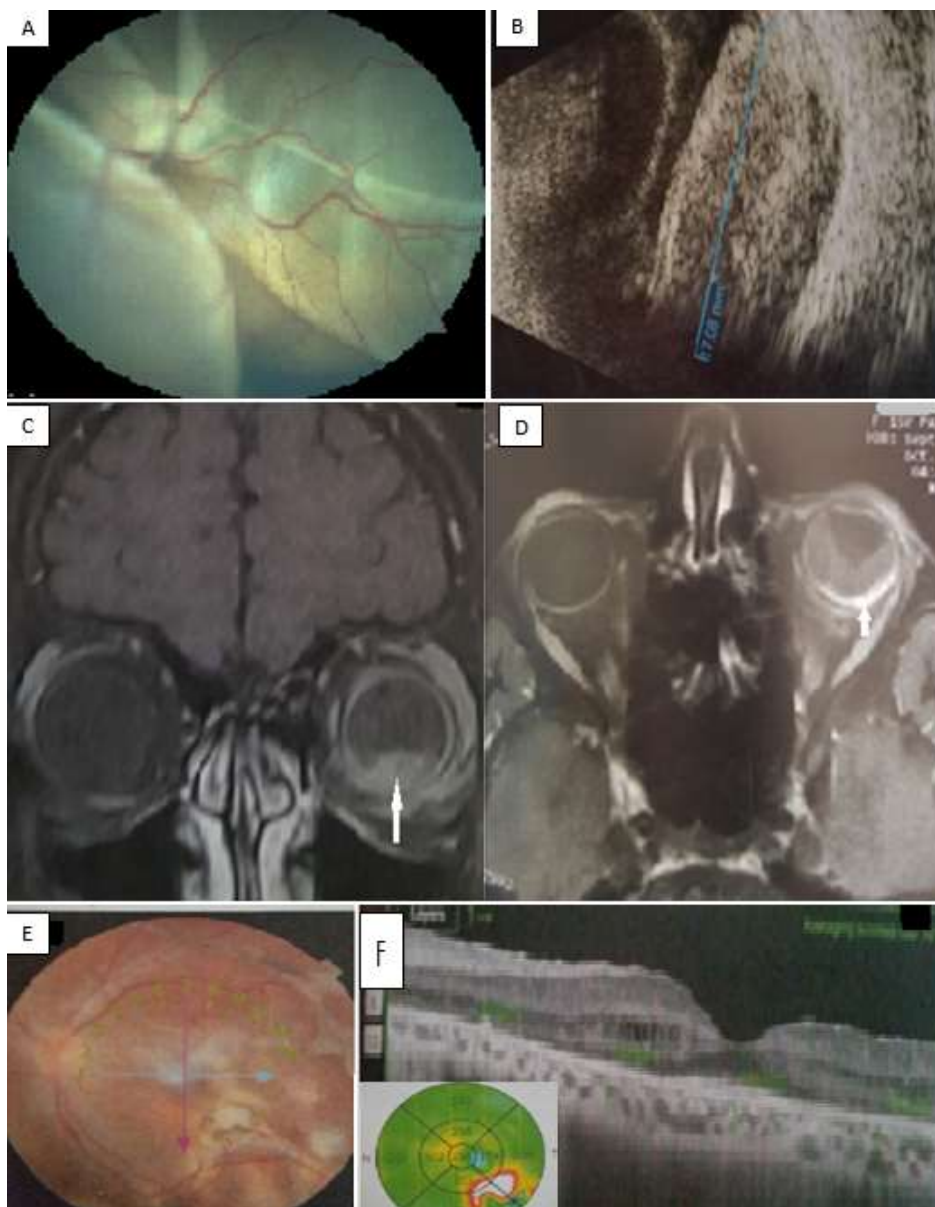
A) décollement de rétine (DR) total bulbeux exsudatif ; B) masse échogène choroïdienne postéro-inférieure de 17/8,7mm avec épaissement sclérale en regard et DR total ; C) coupe coronale d'IRM objectivant une masse choro-rétinienne prenant le contraste ; D) IRM en coupe axiale montrant un épaissement sclérale postérieure avec une prise intense du contraste de l'œil gauche ; E) affaissement du DR exsudatif avec remaniement choro-rétinien au fond de l'œil ; F) tomographie en cohérence optique (OCT) montre une ré-application de la rétine maculaire
